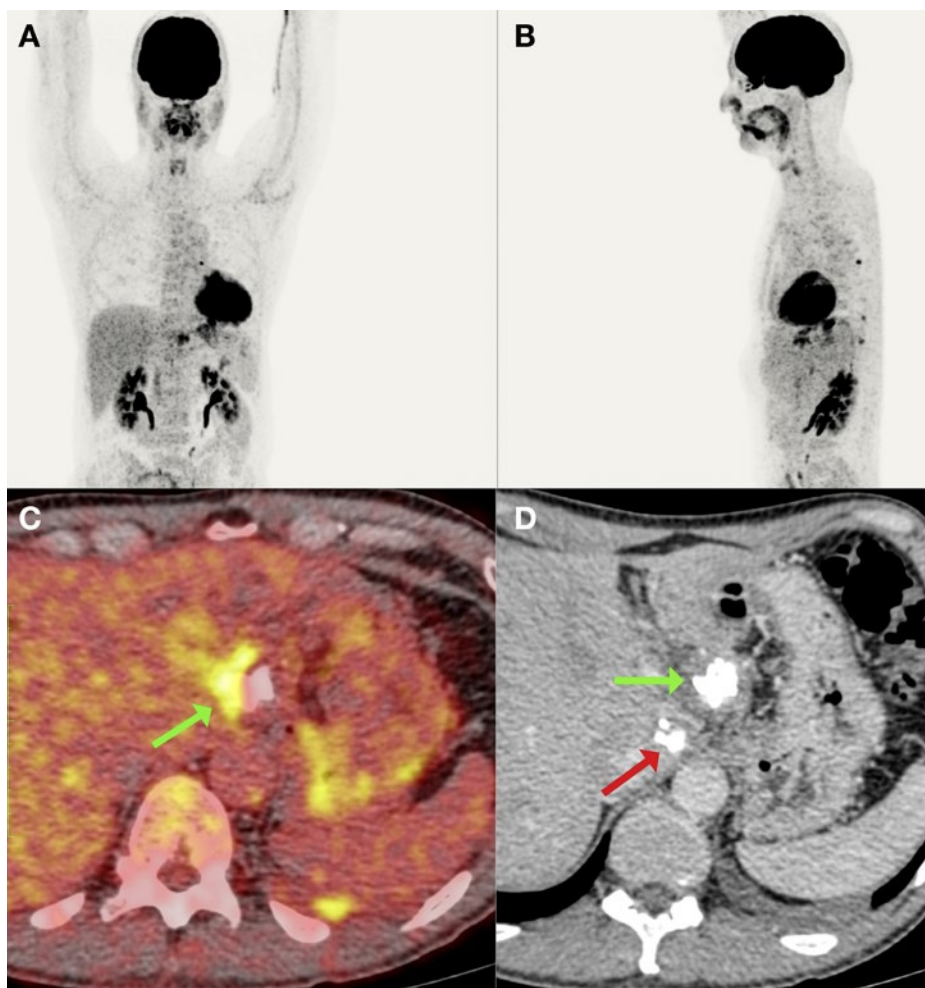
PET-CT – Positronen-Emissions-Tomogramm (A: Koronarschnitt, B: Sagittalschnitt) kombiniert mit Computertomogramm (C, D: Axialschnitte) – zeigt kalzifizierte Läsionen in Segment I (roter Pfeil) und III (grüner Pfeil) mit pathologischem parietalem Hypermetabolismus der Läsion in Segment III.
